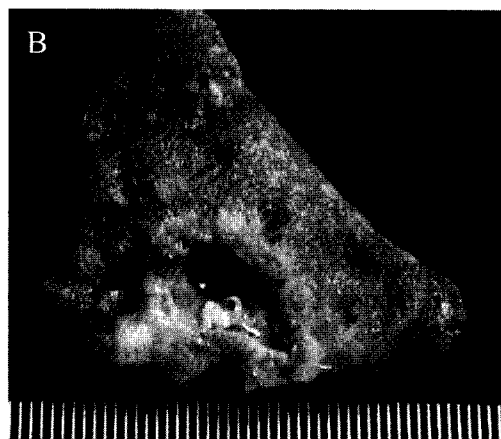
Cavitación en la pieza macróscopica y su correlación con el TAC.
